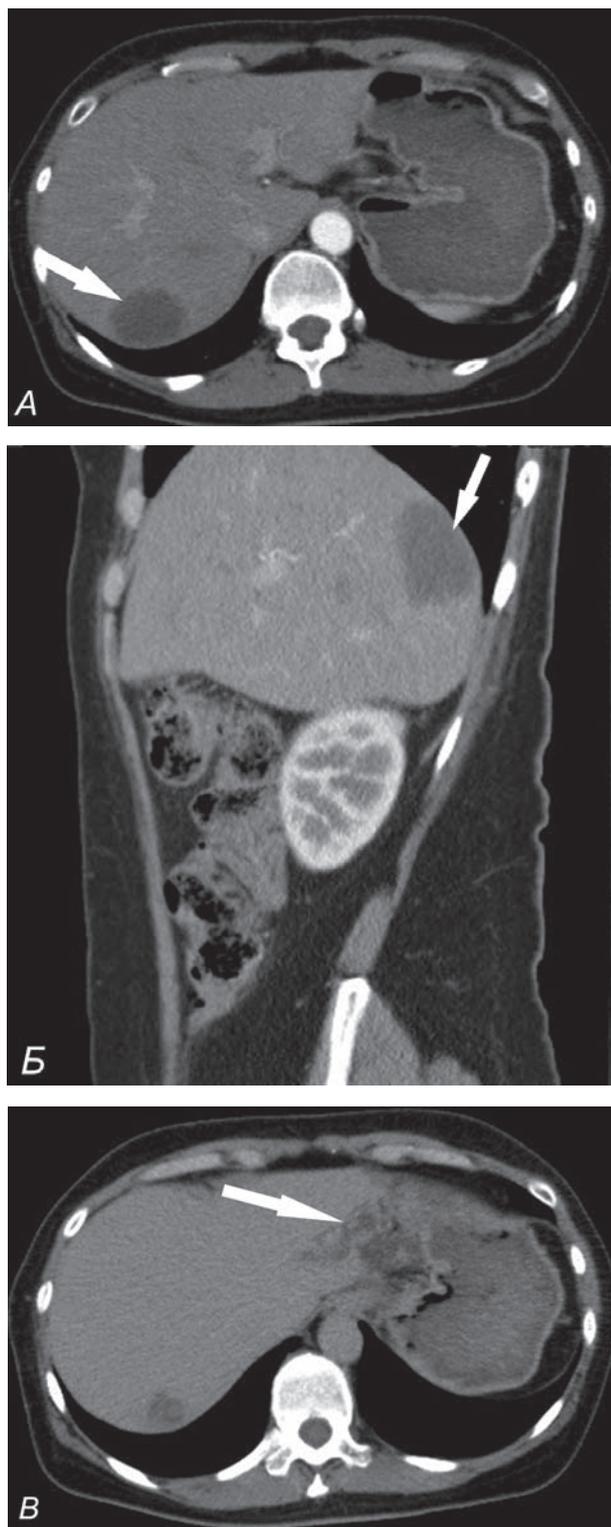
МСКТ-изображения образований правой доли печени: солидное образование VII сегмента печени (А, Б — артериальная фаза исследования, В — отсроченная фаза исследования), А, Б, В — стрелкой указаны дилатированные внутрипеченочные желчные протоки левой доли печени.
